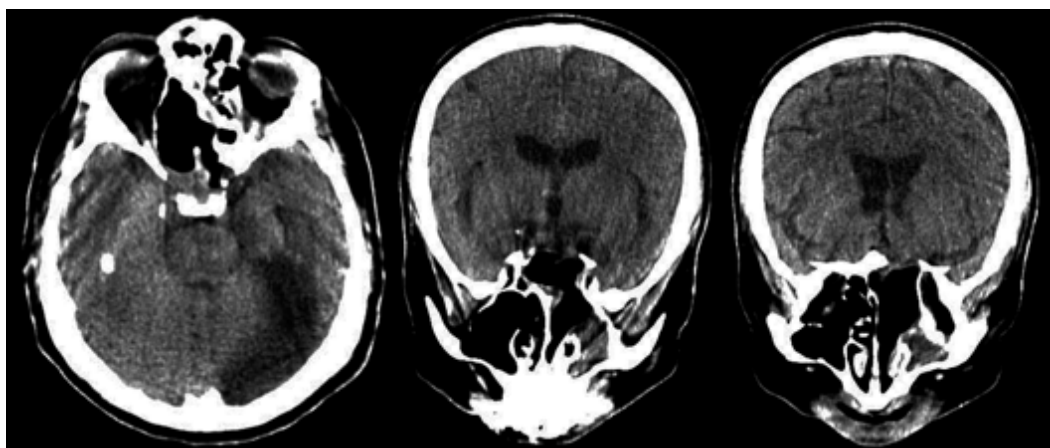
Наблюдение №1. КТ перед выпиской. Полость мукоцеле заполнена воздухом, сообщается с полостью носа, в краниобазальном дефекте лоскут широкой фасции бедра, пролабирования ТМО в базальный костный дефект нет
